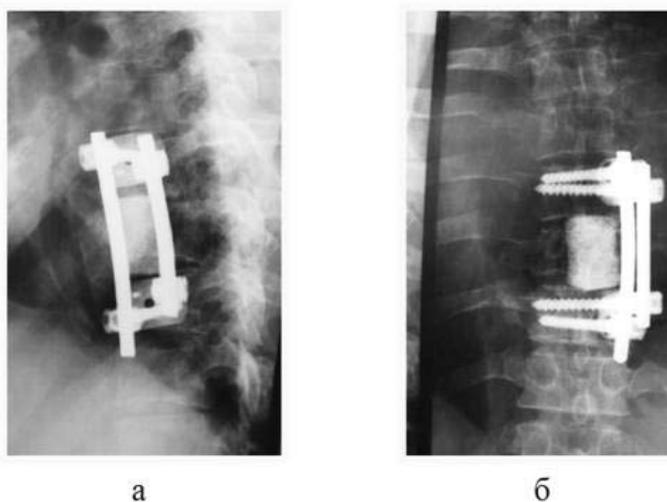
Прямая (а) и боковая (б) рентгенограммы больного П. после оперативного лечения
